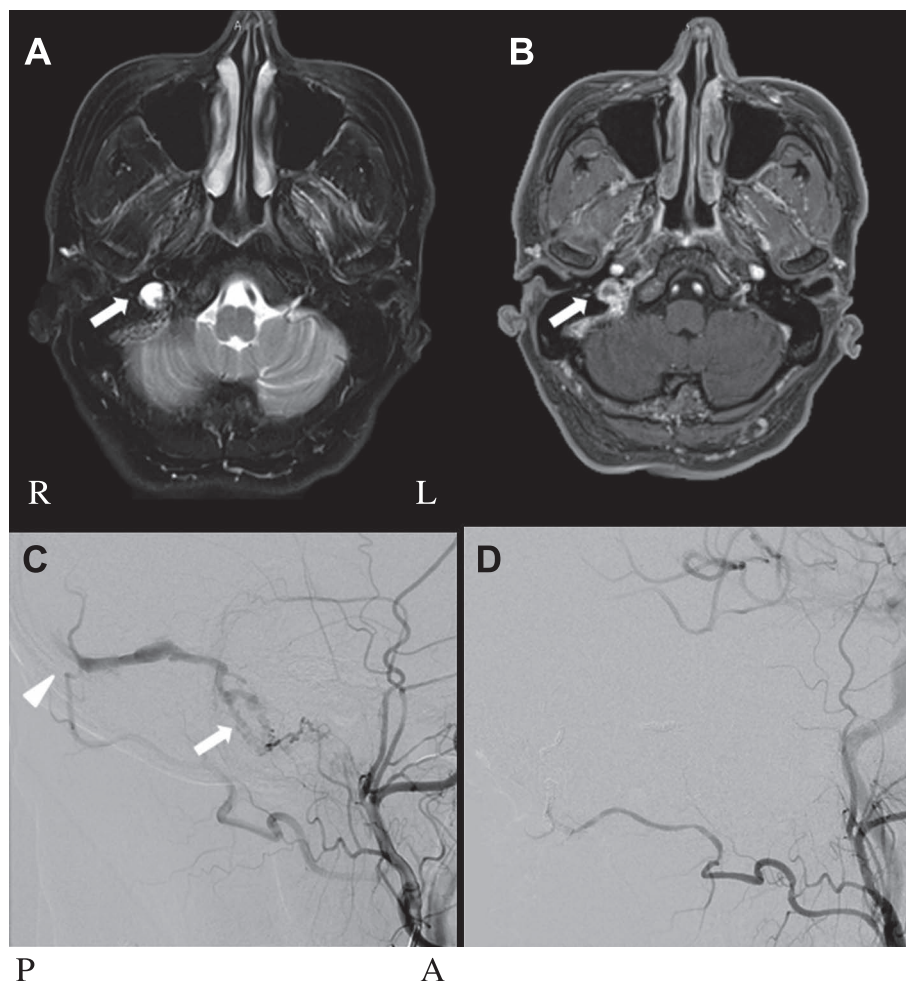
Brain MRI and External carotid angiography.
